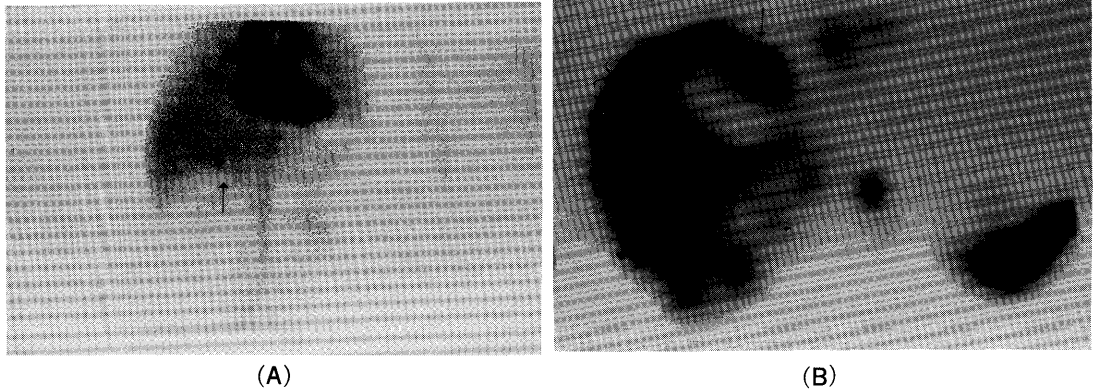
$^{99m}\text{Tc}$ -HSA-DTPA blood pool image (after 1 hour) depicts perfusion blood pool mismatch. Anterior view (A). SPECT axial image (B).
